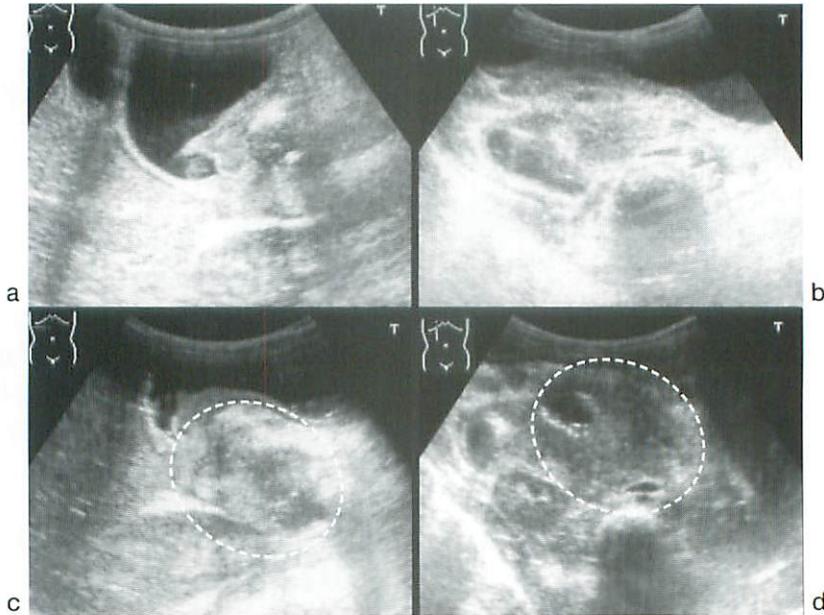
Ultrasonography of Abdomen
